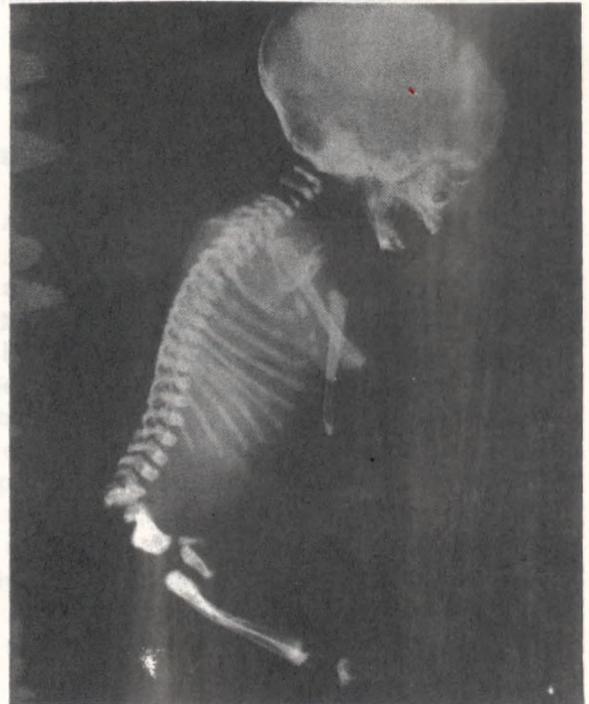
RADIOGRAFIA LATERAL DE CUERPO COMPLETO MOSTRANDO OSTEOPETROSIS Y AUSENCIA DE GAS EN EL TUBO DIGESTIVO.
